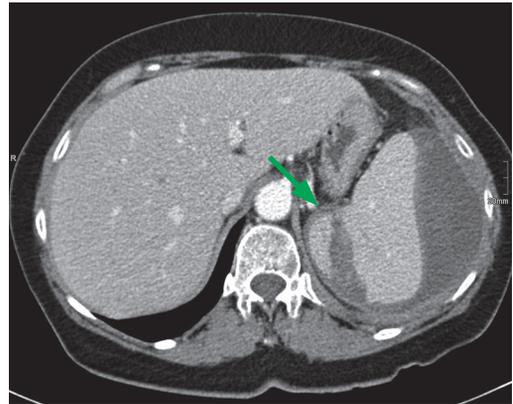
Computertomografie einer traumatischen Milzruptur (grüner Pfeil)
